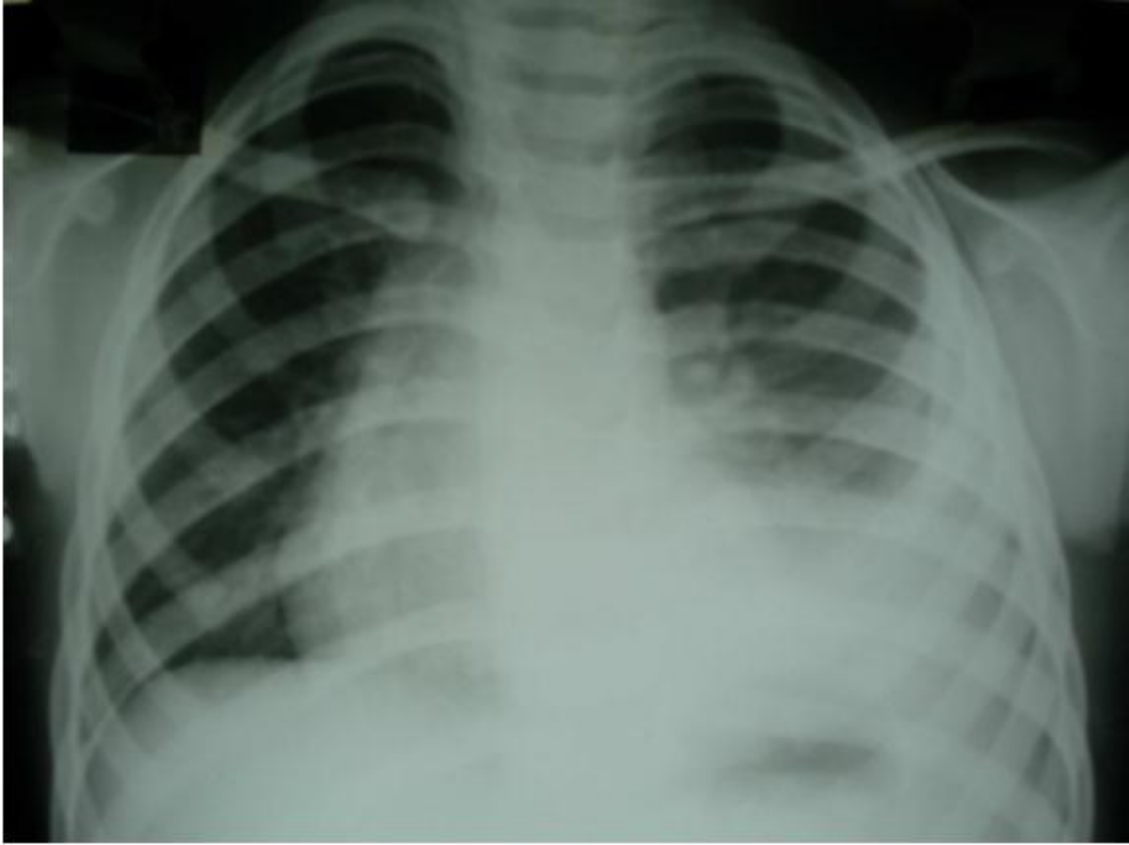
Radiografia de tórax do caso 43
